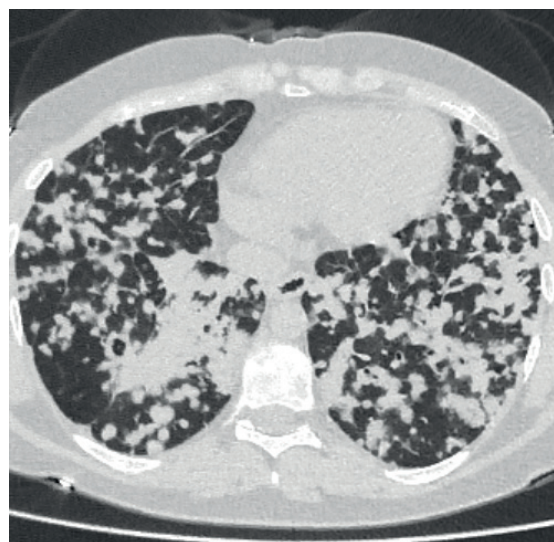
МСКТ ОГК, фронтальный срез.
